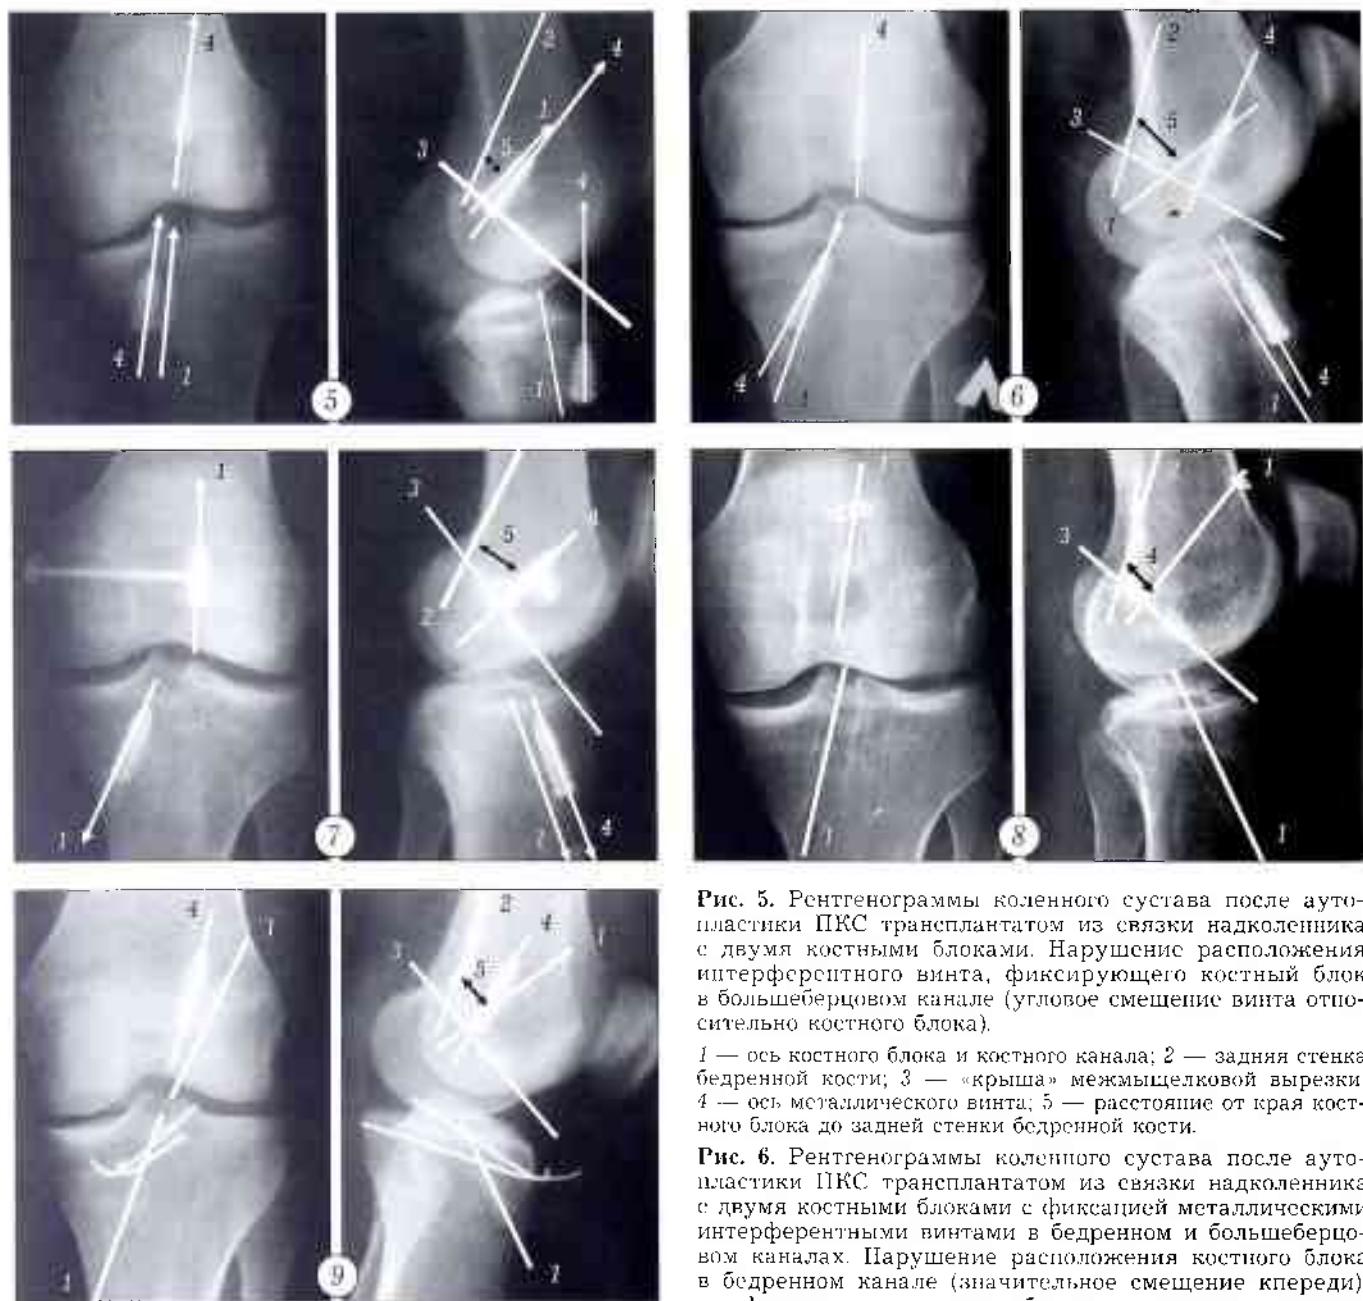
Рентгенограммы коленного сустава после аутопластики ПКС трансплантатом из связки надколенника с двумя костными блоками. Нарушение расположения интерференционного винта, фиксирующего костный блок в большеберцовом канале (угловое смещение винта относительно костного блока).
